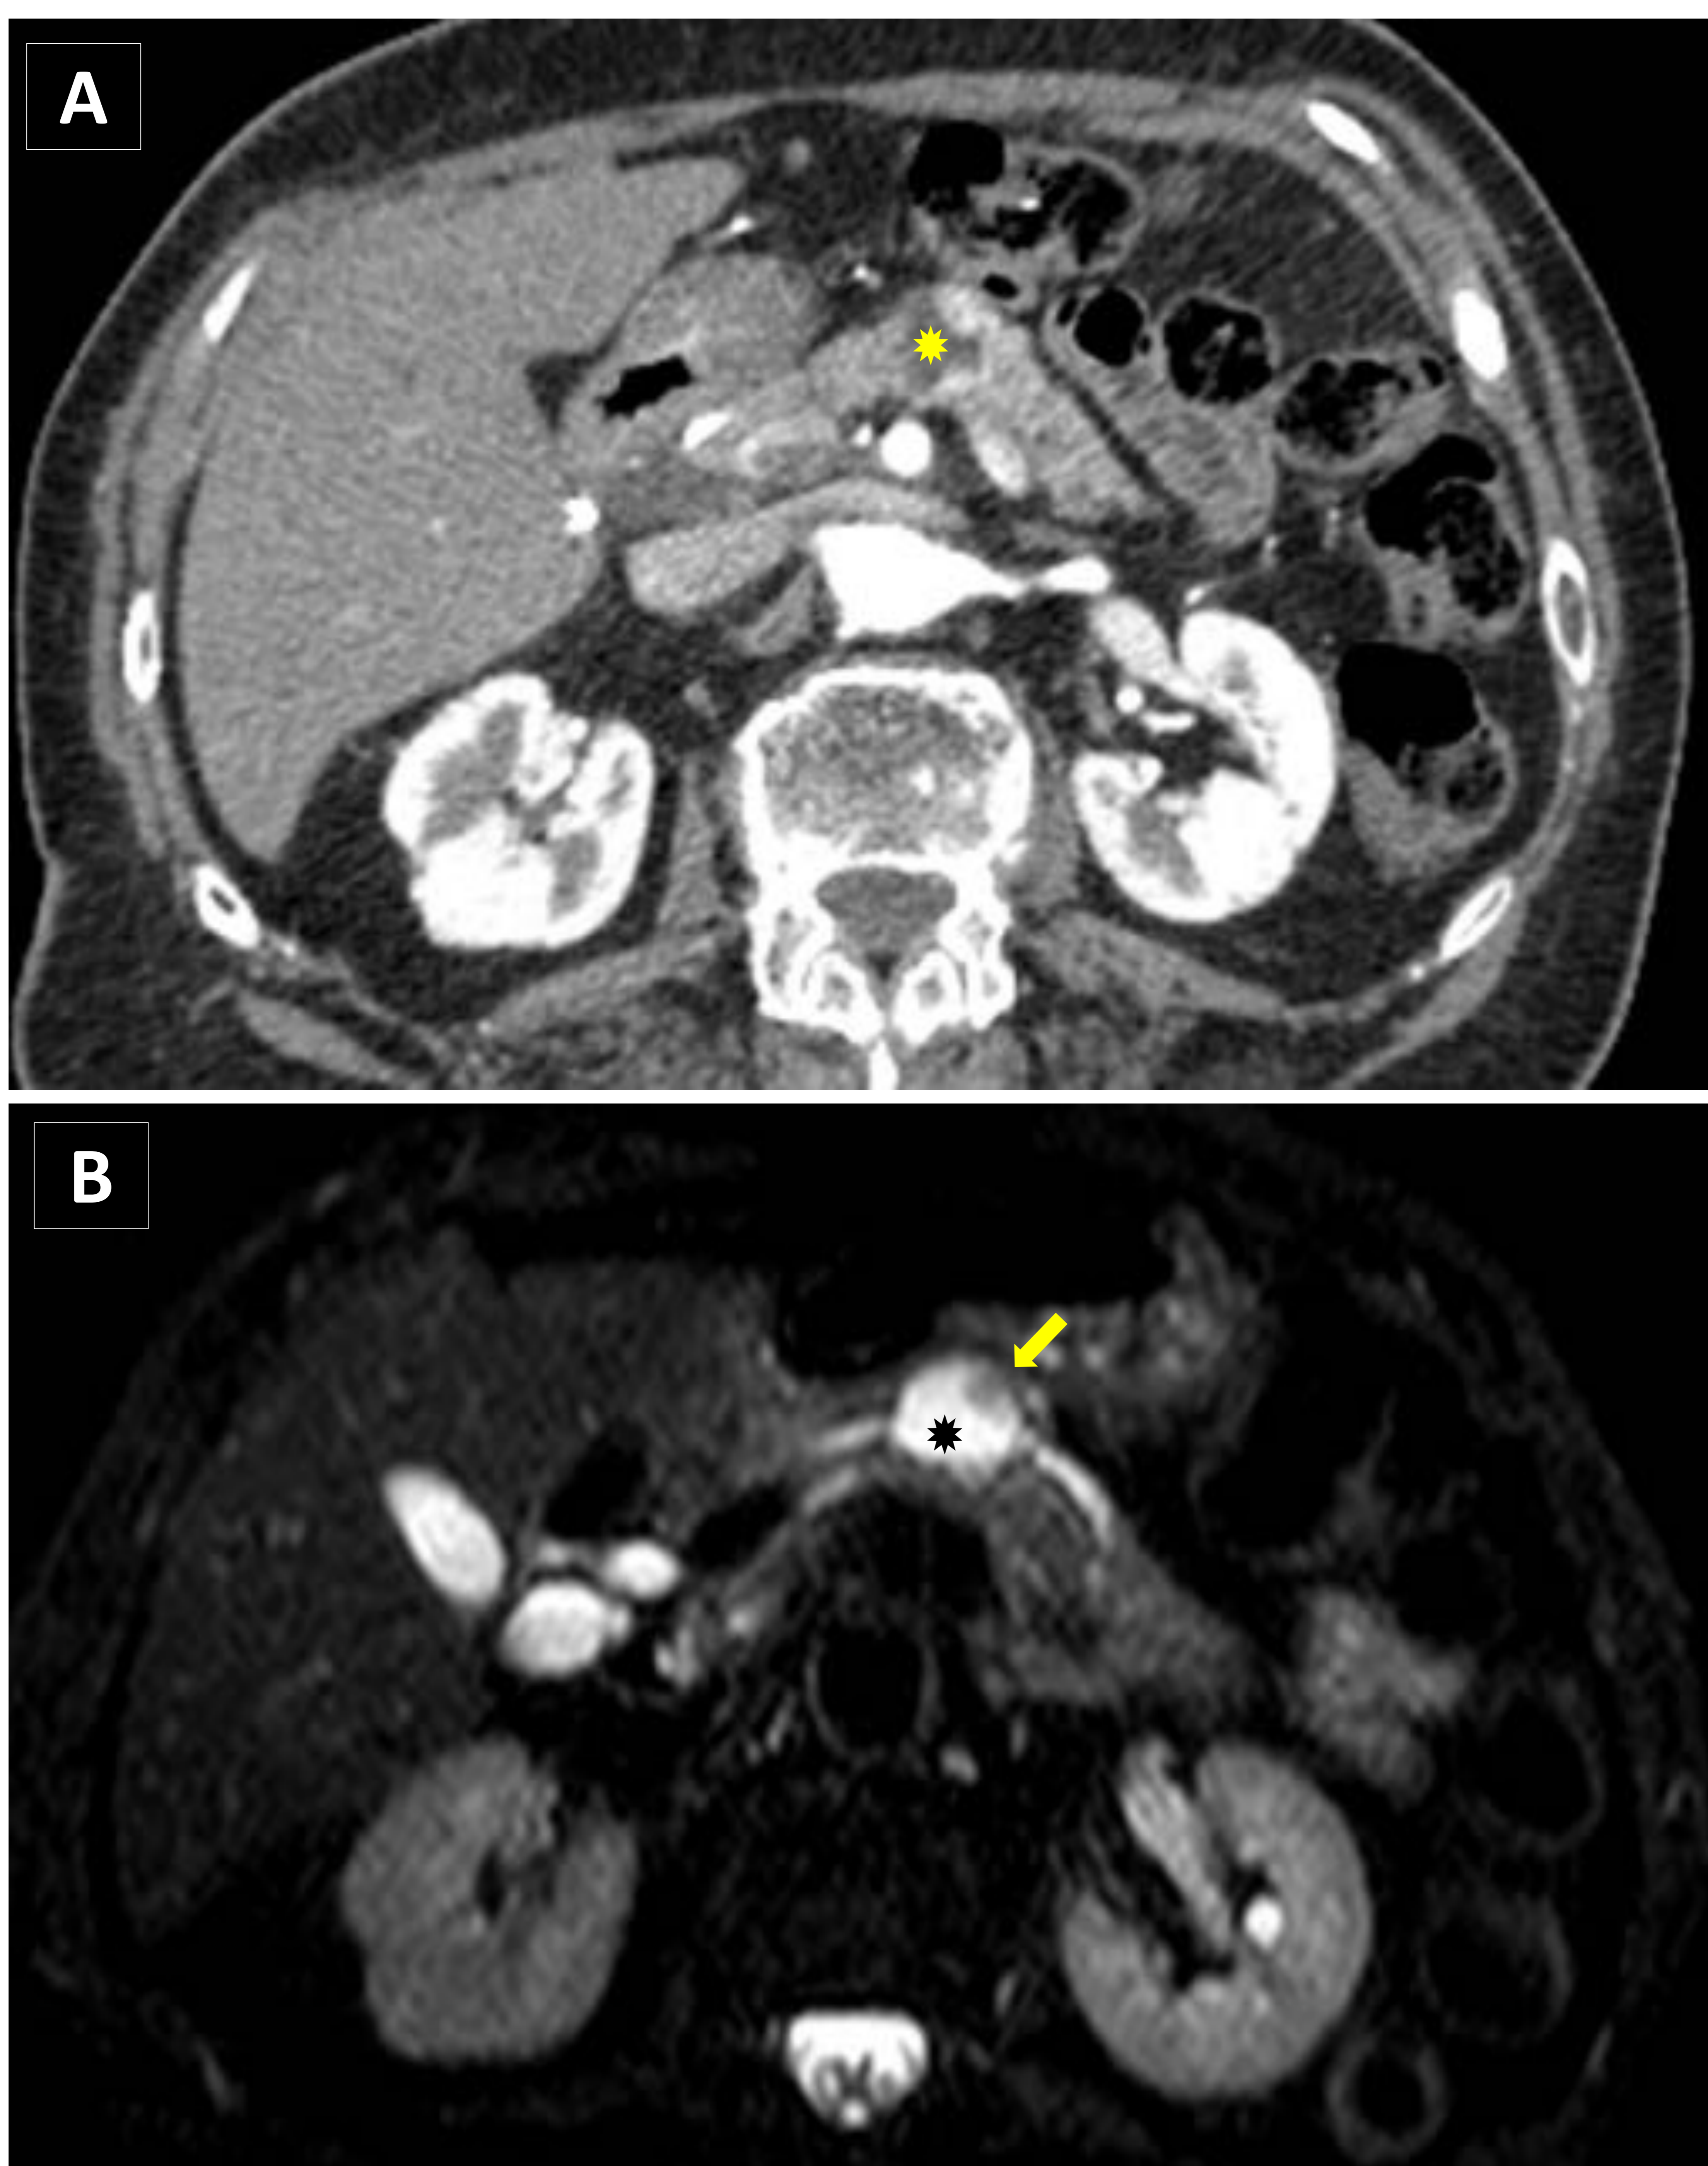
TUMOR NEUROENDOCRINO QUÍSTICO. Paciente mujer de 92 años de edad con antecedente conocido de TNEq en seguimiento imagenológico periódico desde 2008. En el TC de contraste corte axial (A) se evidencia lesión de 15 mm en el cuerpo de páncreas, hipodensa y de naturaleza quística con presencia de engrosamiento mural hipervascular en fase arterial, sugestiva de tumor neuroendocrino quístico (asterisco amarillo). En la RM T2 SPAIR (B) presenta aumento de la señal (asterisco negro) y nódulos murales (flecha amarilla). La lesión no es funcionante y la paciente se mantiene estable y asintomática en seguimiento.
